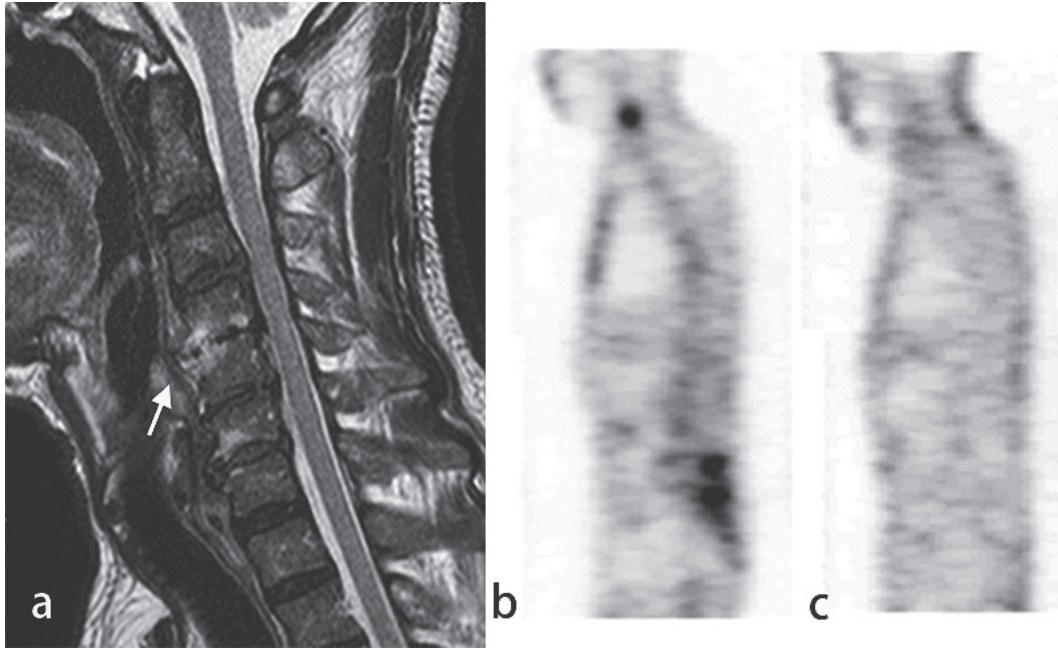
Cervical MRI (a) and ^{67}Ga -citrate scintigraphy before (b) and after (c) treatment.
